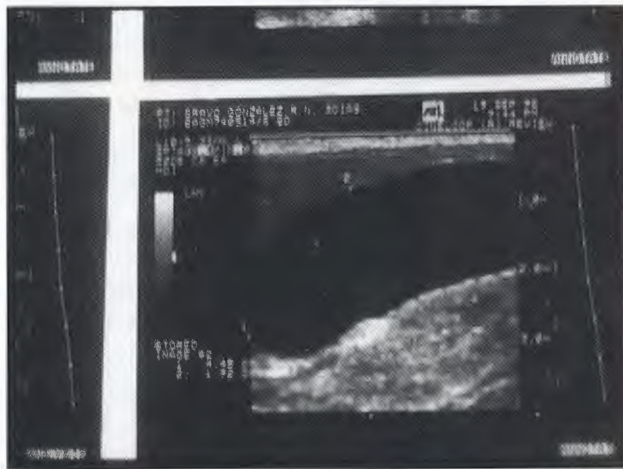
Ultrasonido hepático que muestra una imagen quística debajo del parénquima hepático.
